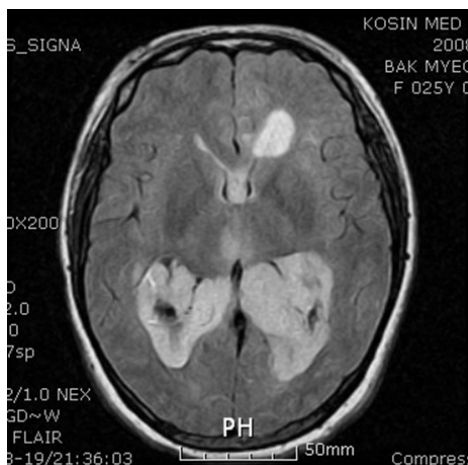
Axial T2-weighted magnetic resonance image with Gd-DTPA showing diffuse enhancing lesions along the both lateral ventricles, 4th ventricle and mesencephalic cistern.
